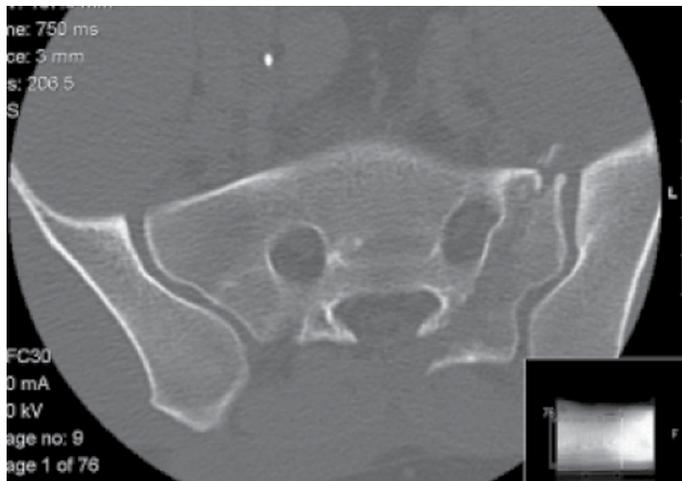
Radiografia da bacia e TAC – imagens das fraturas da bacia.
